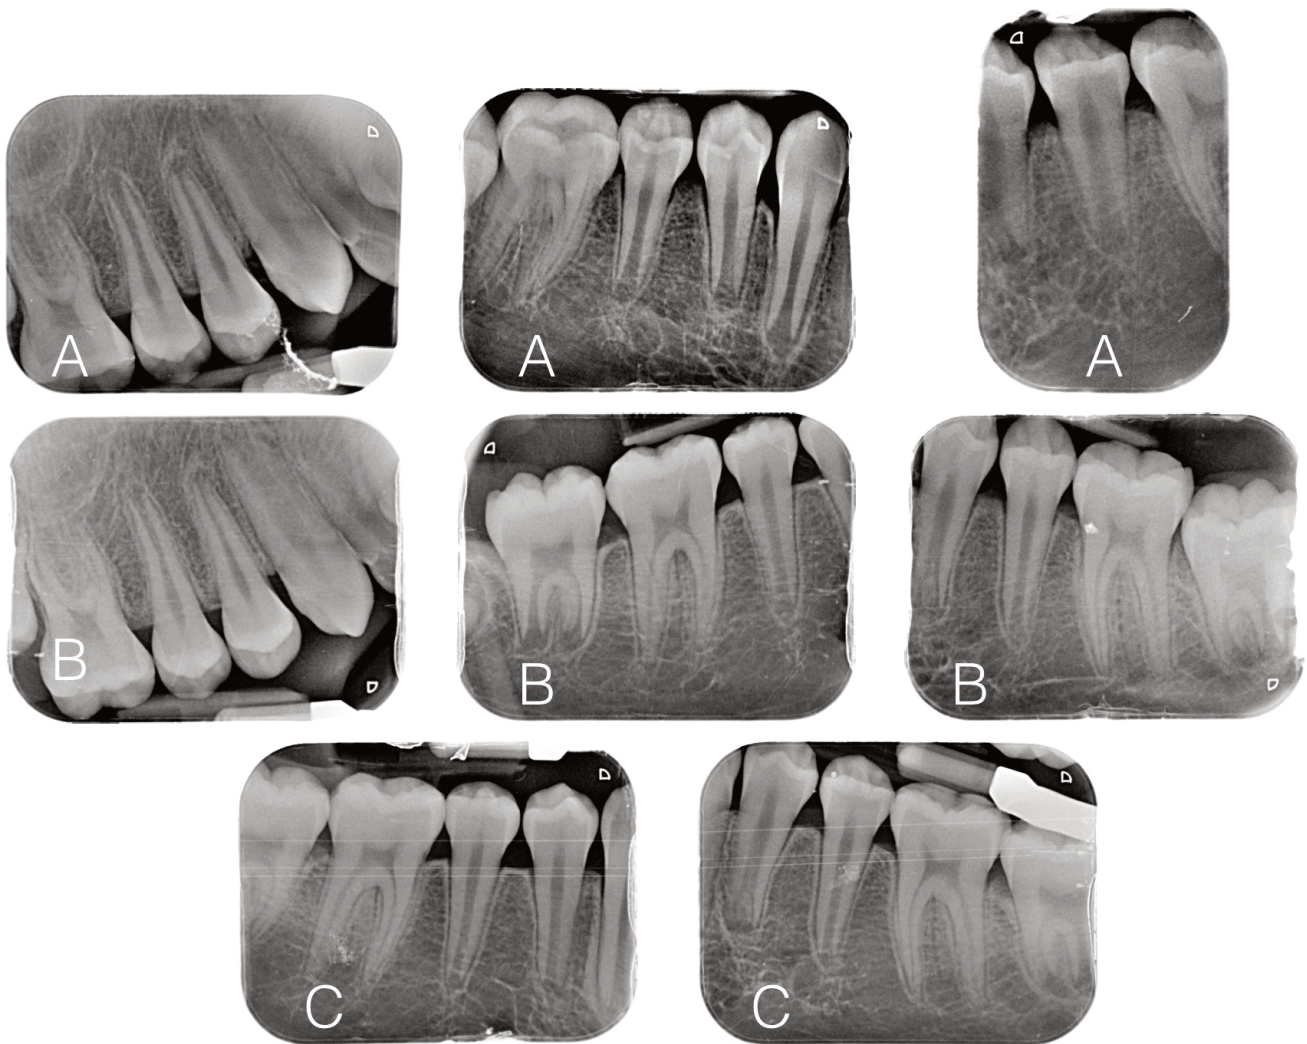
Radiografías periapicales donde observamos cómo se va formando la raíz de los dientes evaginados (A: al mes del tallado; B: a los tres meses del primer tallado; C: a los 7 meses del primer tallado).
